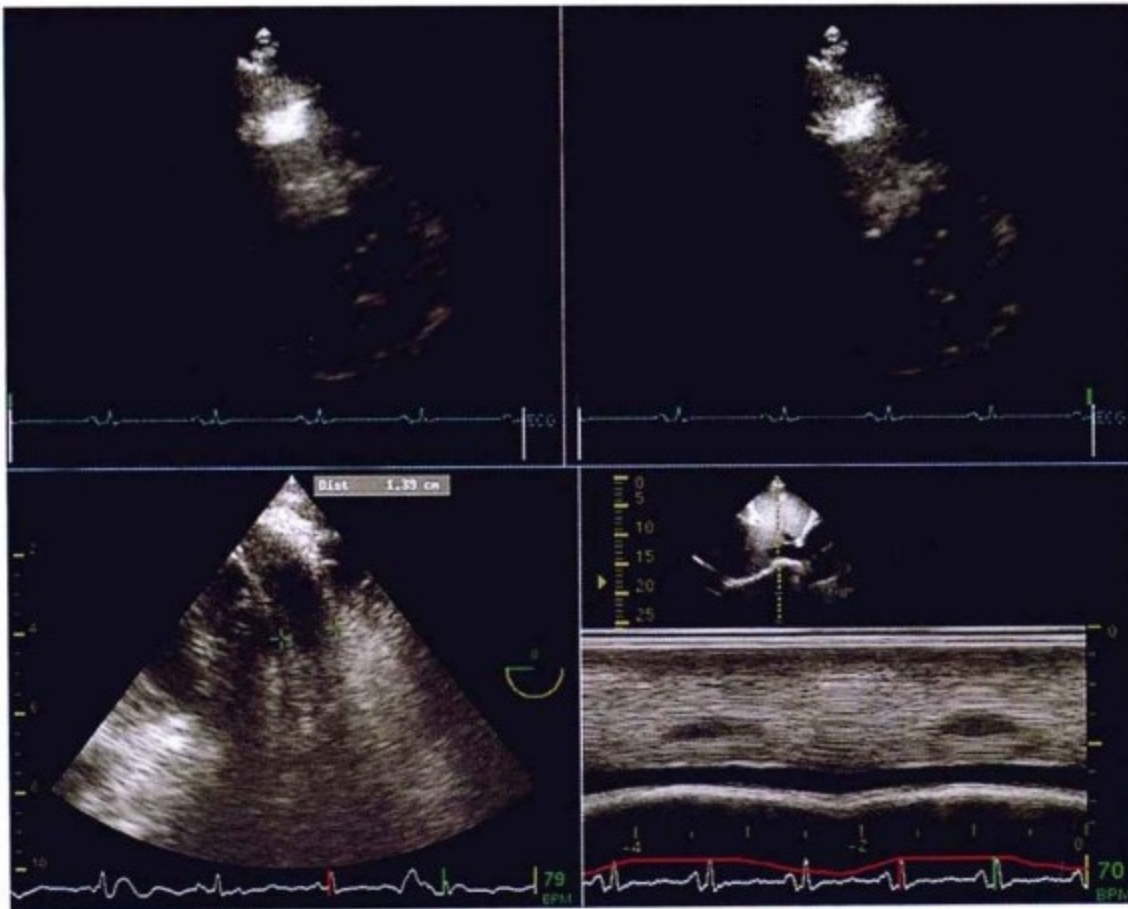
上图为经胸超声心动图检查胸骨旁短轴位图像。可见在吸气状态下(最后一个心动周期)右心室体积增大,左心室体积减小,此为心室间相互作用的征象。右下图显示下腔静脉扩张,且在吸气状态下无塌陷,符合中心静脉压增高的诊断。
